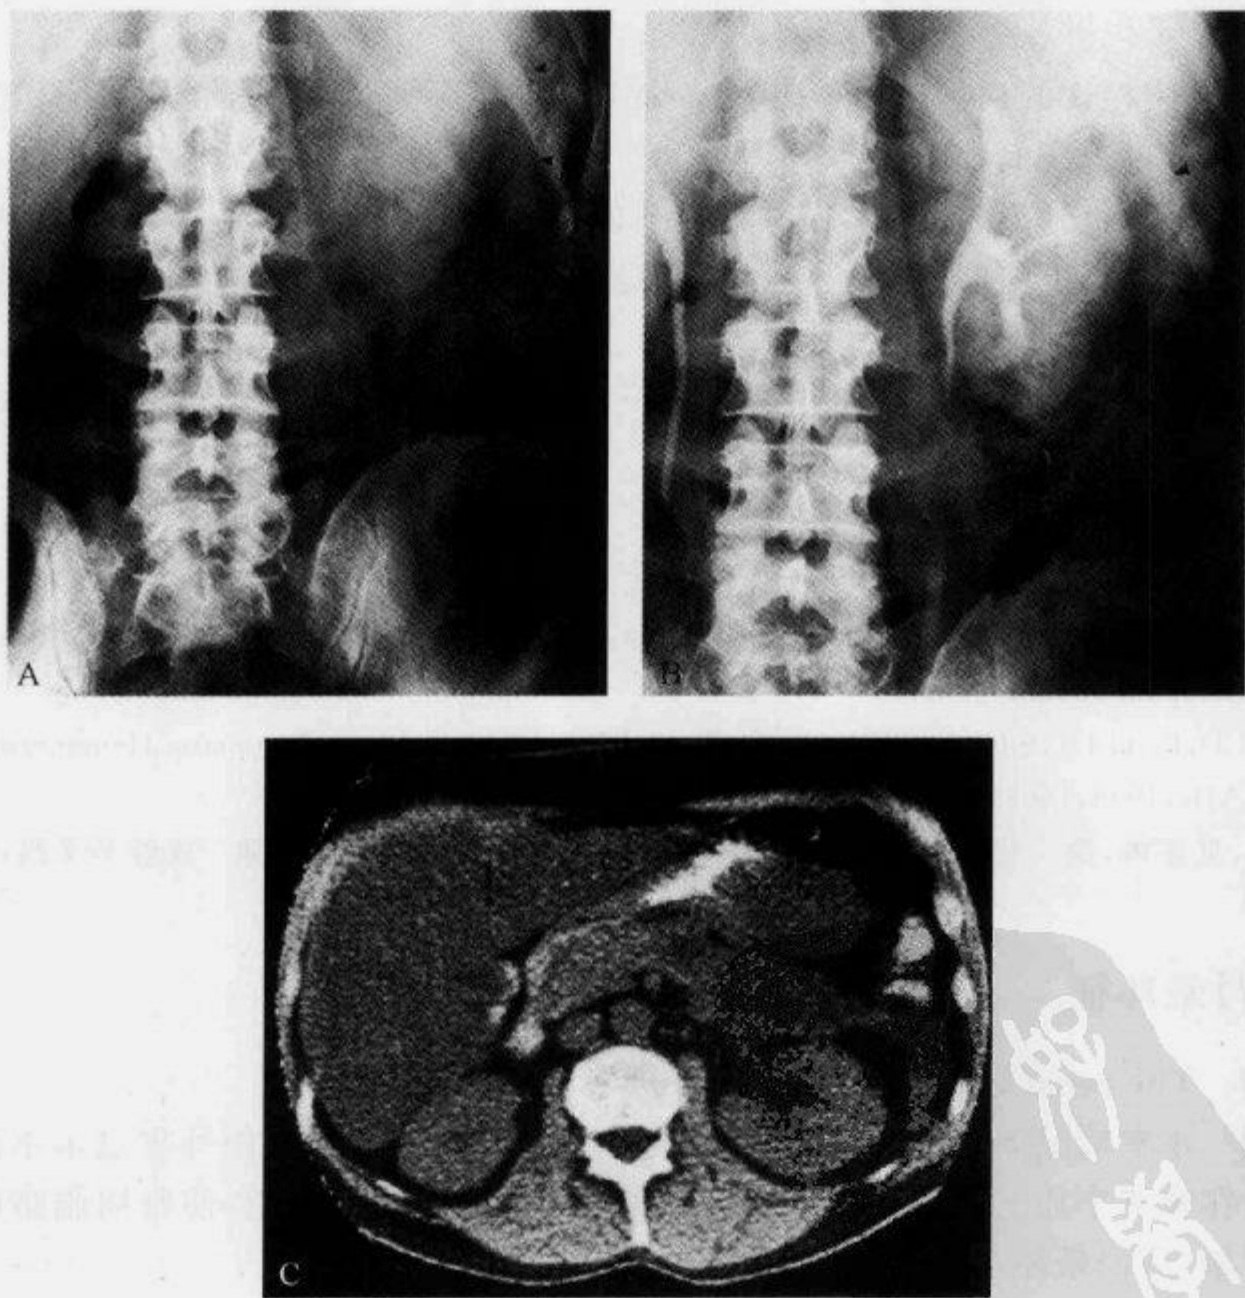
腹部平片及 CT 平扫示“肾晕环征”
